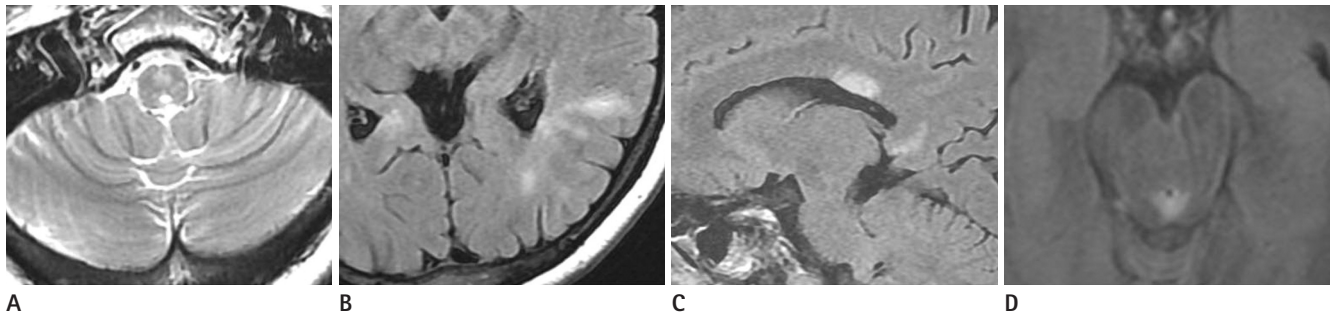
Variable located high signal intensity lesions of the brain on fluid attenuated inversion recovery (FLAIR) or T2-weighted image in patient 7 (A-C) and patient 6 (D).
